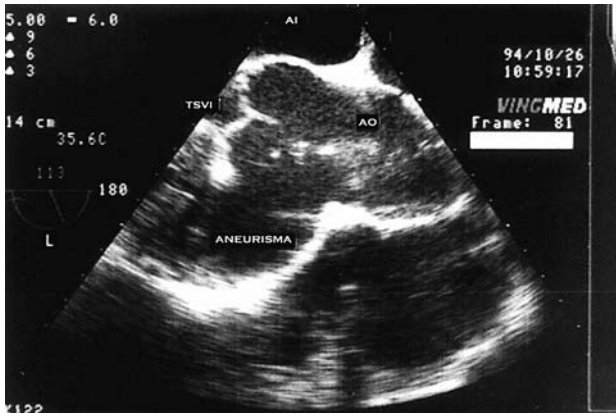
Ecocardiograma transesofágico del paciente (plano longitudinal en la raíz aórtica) en el que se aprecia una dilatación aneurismática del seno de Valsalva anterior.
